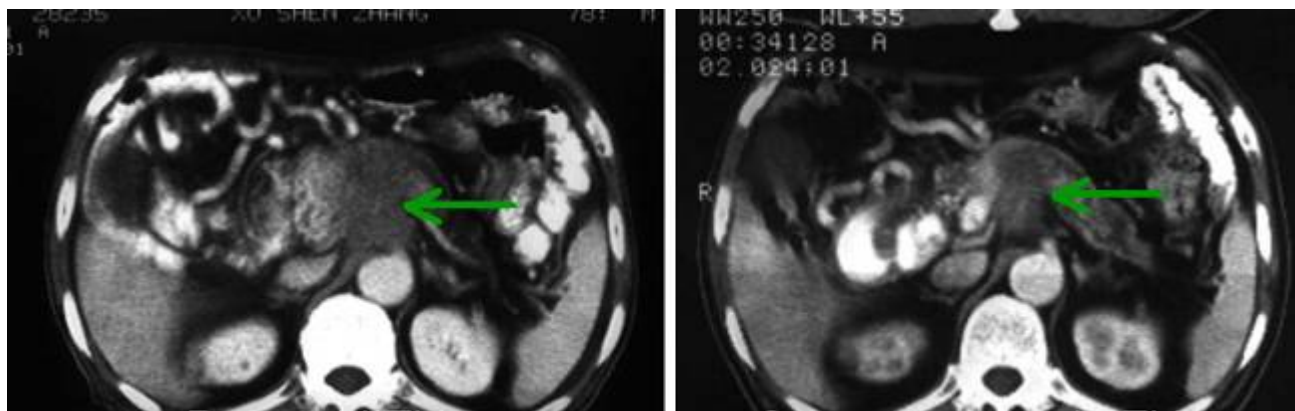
КТ нерезектабельной опухоли поджелудочной железы до ультразвуковой абляции (левая часть рисунка) и после ультразвуковой абляции (правая часть рисунка). После абляции отмечается значительное уменьшение объема опухолевой массы. У пациента после абляции исчез тяжелый болевой синдром [19] (С разрешения авторов).
